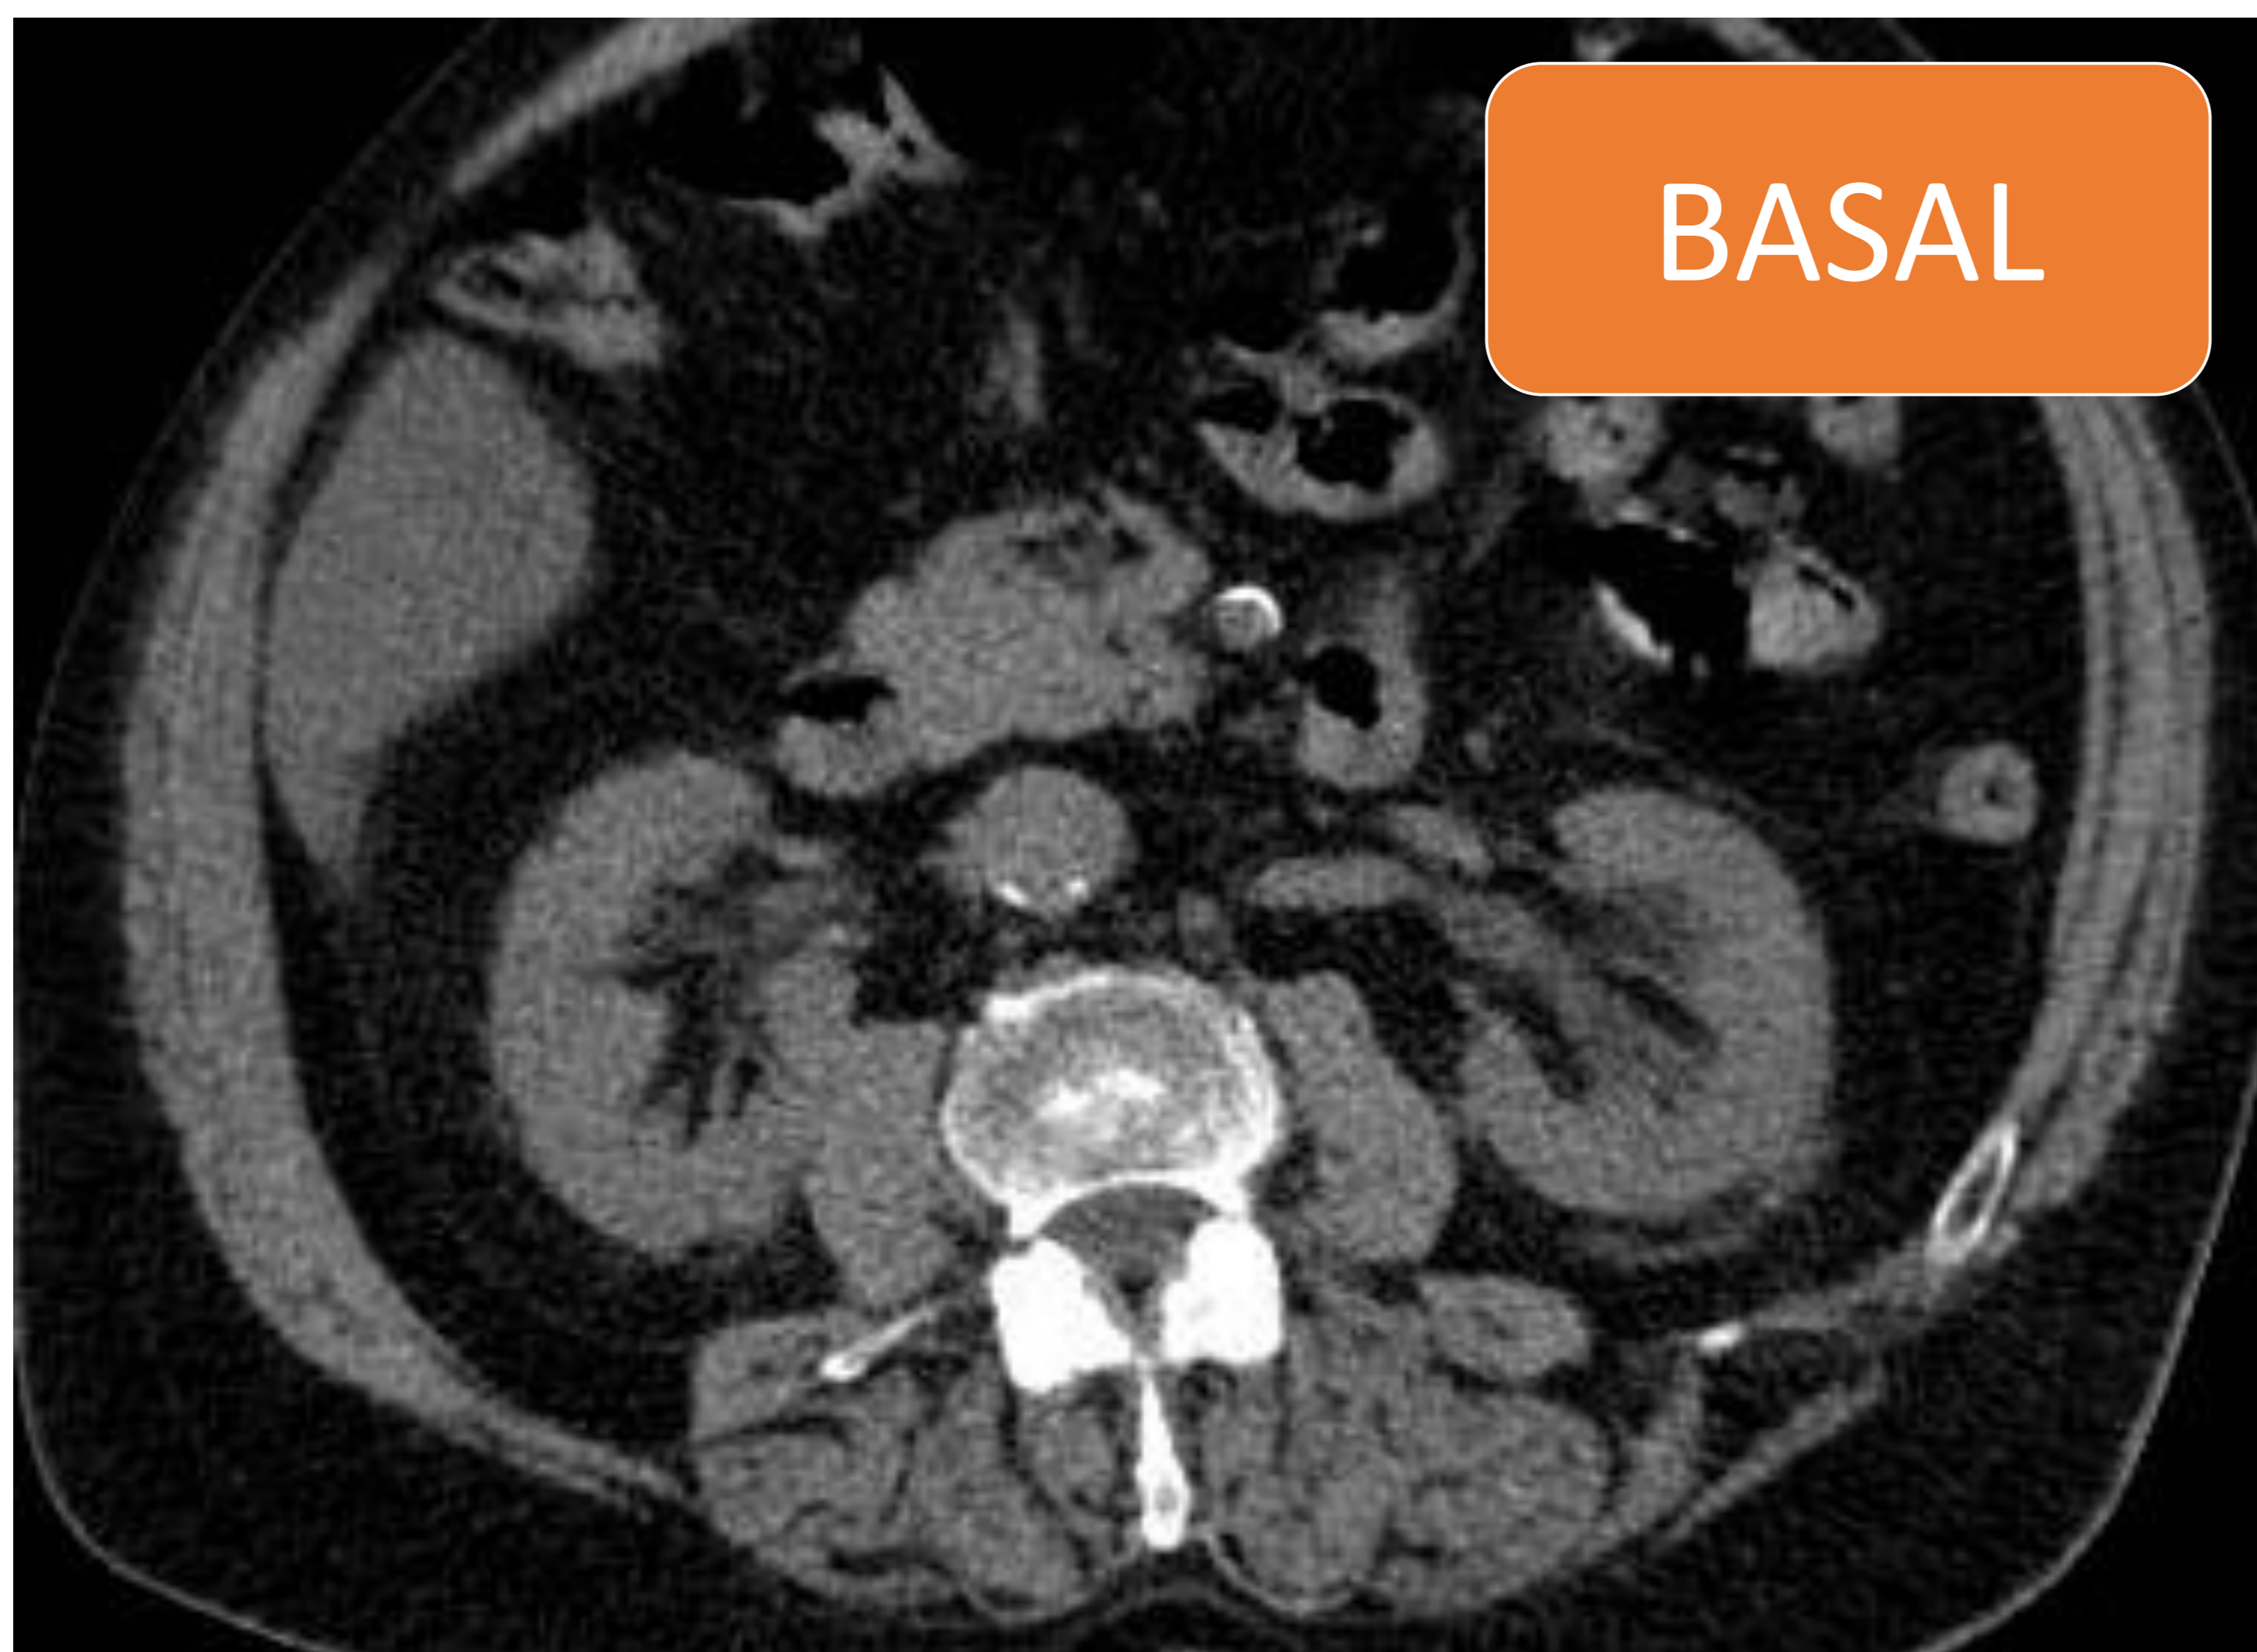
Fases típicas en estudio de TC renal multifásico
